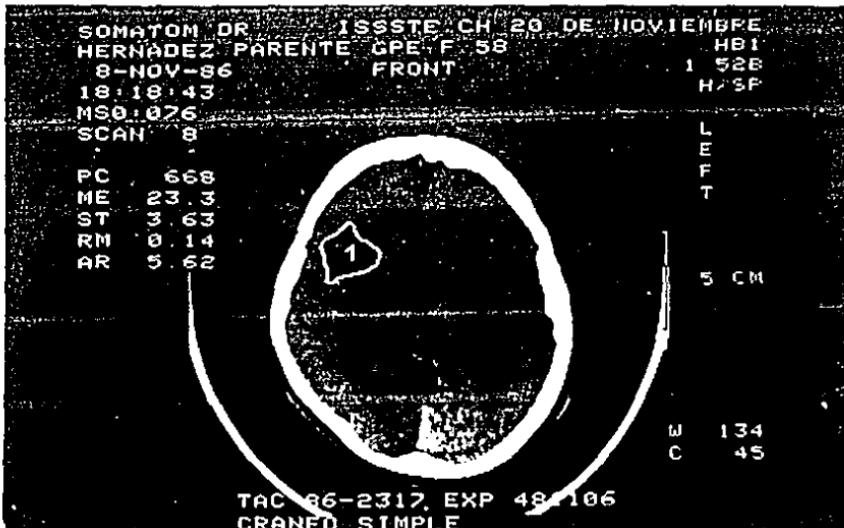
Corte tomografico Simple de Cráneo en paciente sexo femenino de 58 años edad con diagnóstico de : Infarto Cerebral.
